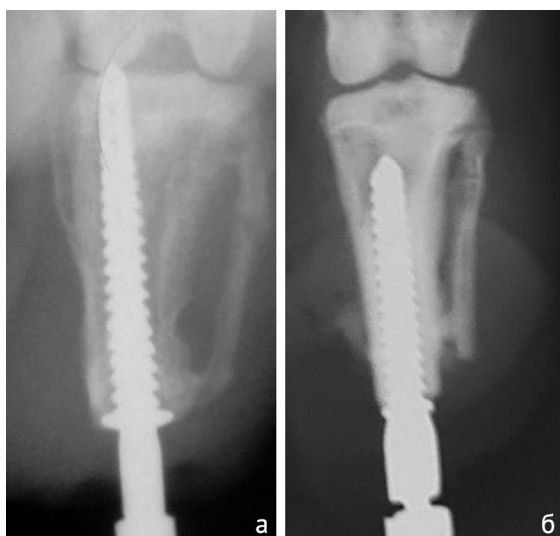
Рентгенограммы через 12 недель после имплантации: а — группа 1; б — группа 2
